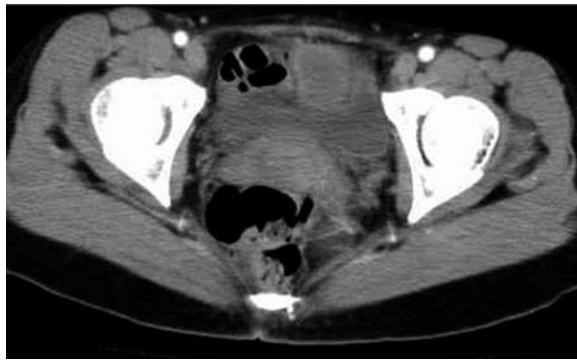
Enhanced abdominal CT showed a 3.5 cm tumor with a slightly enhanced margin, in the dome of the bladder.
